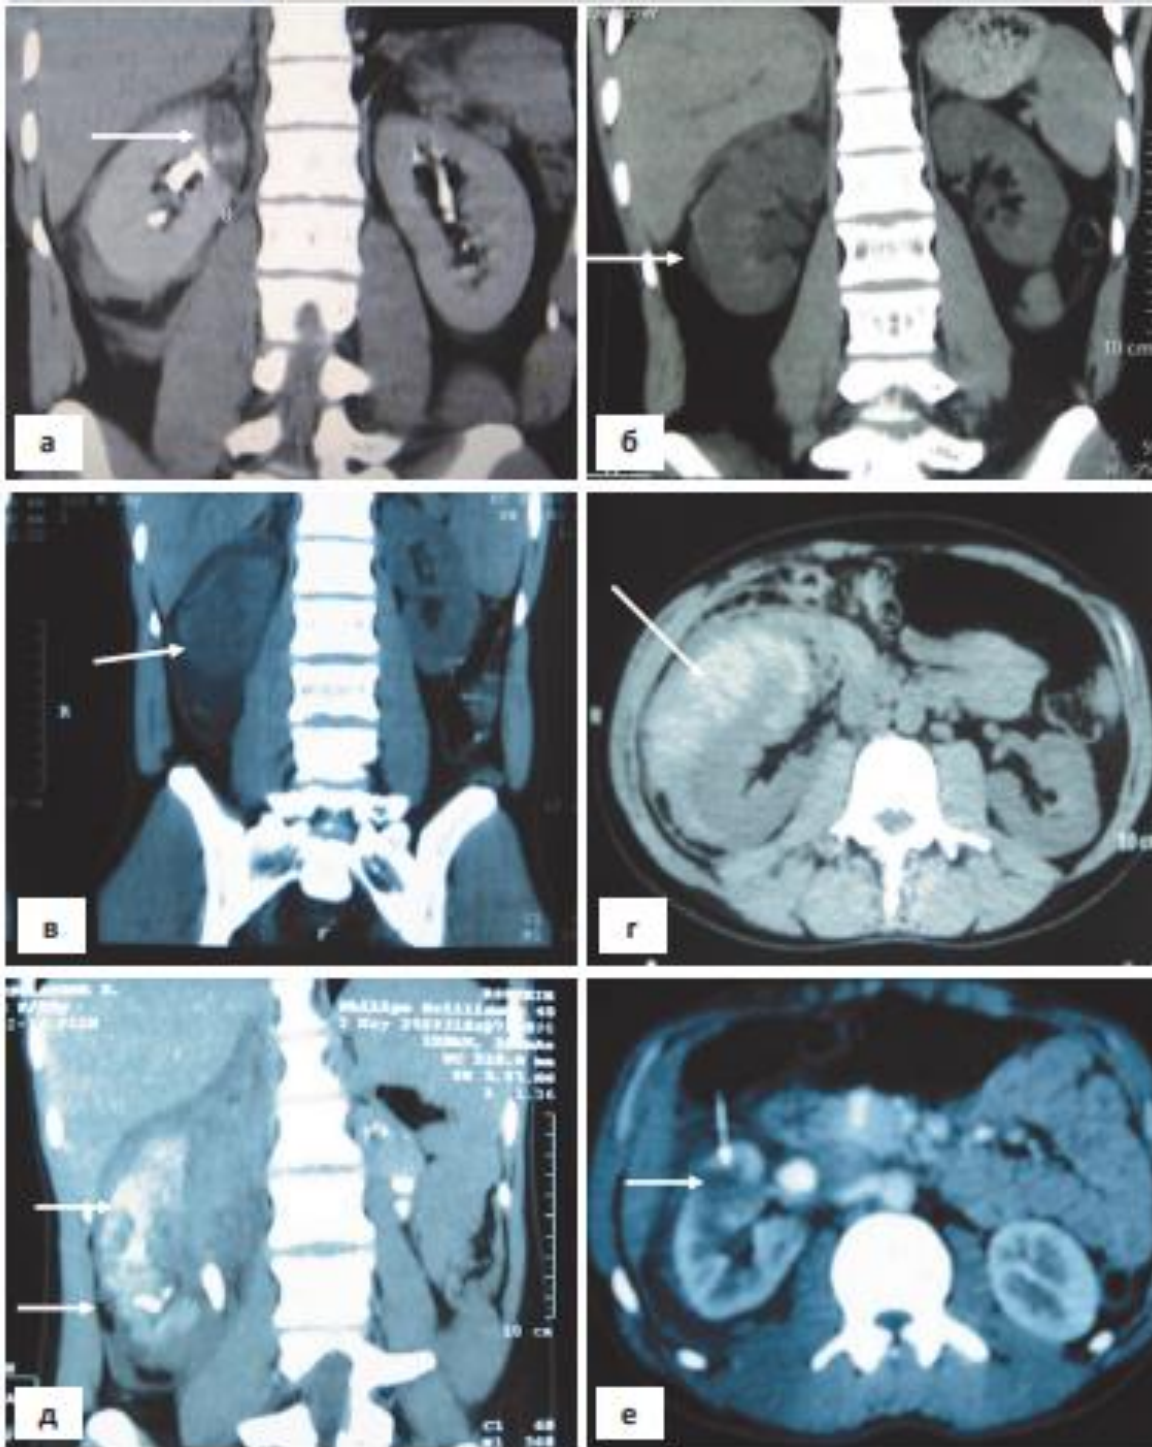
Компьютерно-томографическая семиотика повреждения почек: А) ушиб верхнего полюса правой почки; Б) субкапсулярная гематома; В) субкапсулярная гематома >1 см, разрывы почечной паренхимы; Г) обширная забрюшинная гематома с разрывом почечной паренхимы; Д,Е) разрыв паренхимы, распространяющийся через кору, мозговое вещество и собирательную систему (с внутривенным контрастированием).
